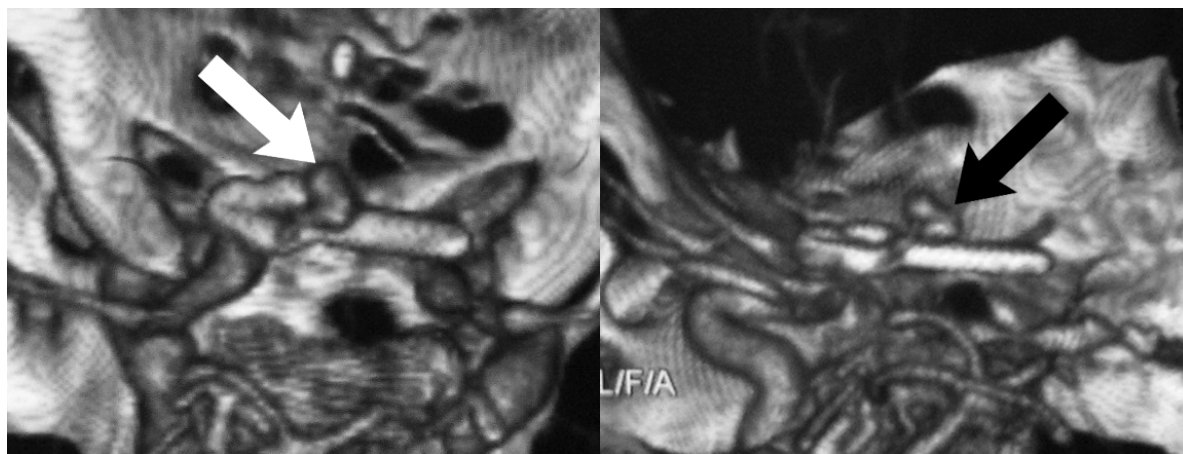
Пациент П., 44 года. СКТ-АГ сосудов головного мозга от 24.01.2011 с визуализацией резидуальной аневризмы ПСА (отмечена стрелками)
